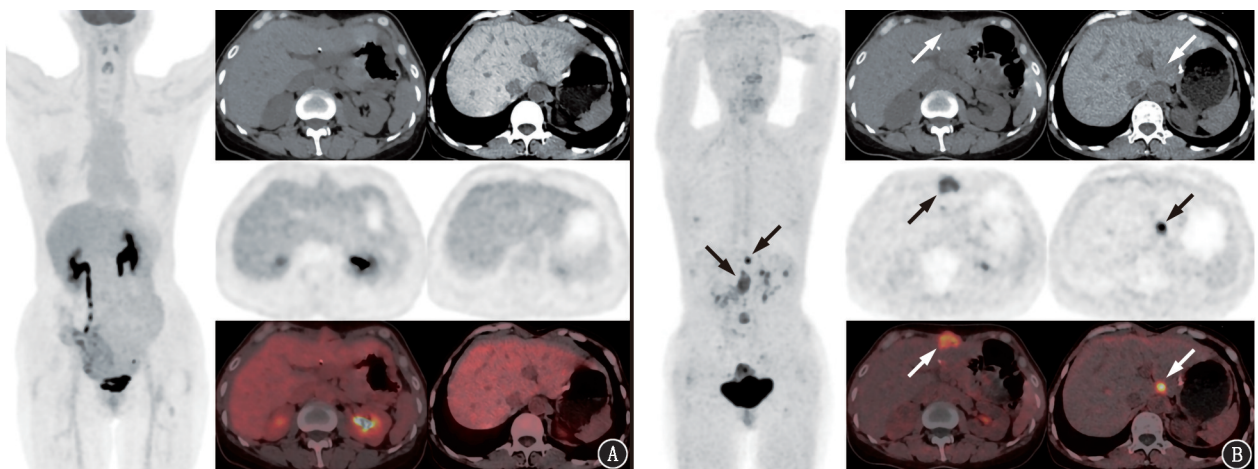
胃印戒细胞癌患者(男,68 岁)的原发肿瘤在¹⁸F-FDG 和⁶⁸Ga-成纤维细胞激活蛋白抑制剂(FAPI) PET/CT 显像对比图(箭头示病灶)。A. ¹⁸F-FDG PET/CT 最大密度投影(MIP)及横断位图像示原发肿瘤病灶呈阴性¹⁸F-FDG 摄取,相应层面的 CT 示胃壁明显增厚;B. ⁶⁸Ga-FAPI PET/CT 中原发肿瘤呈明显增高的⁶⁸Ga-FAPI 摄取,肿瘤轮廓显示清晰
